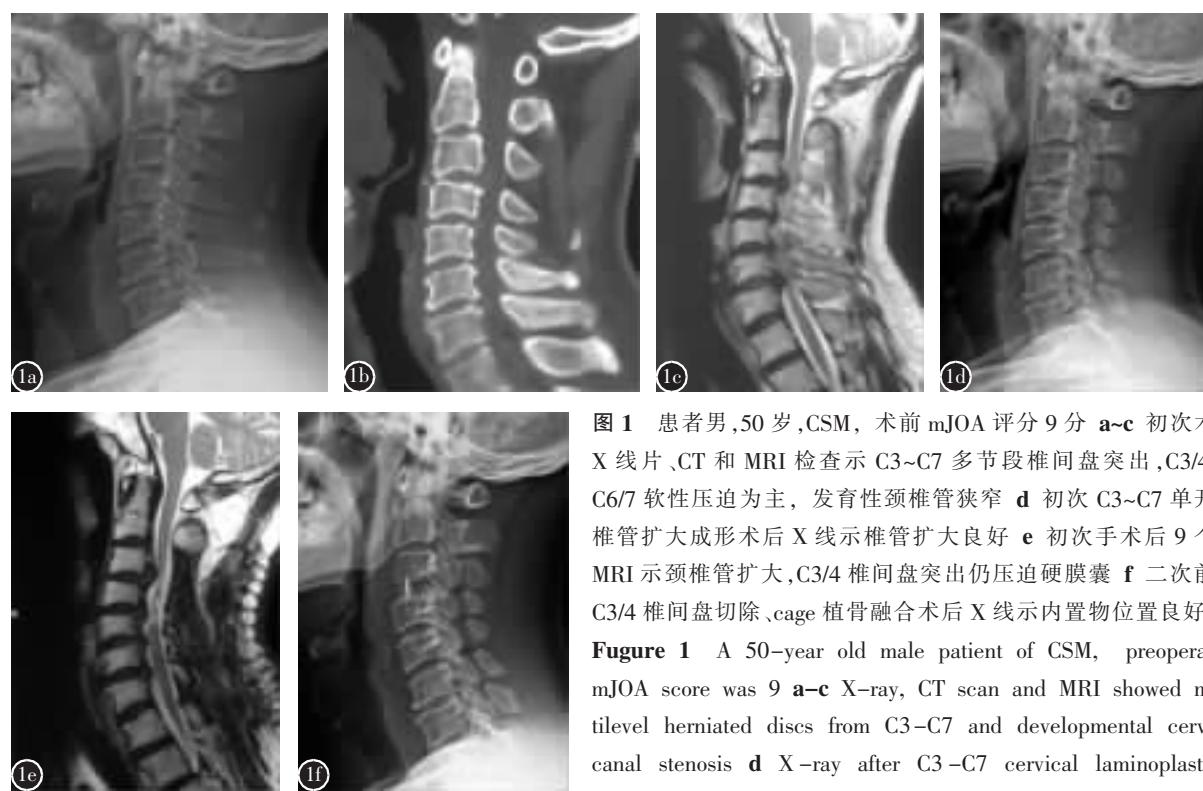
患者男，50岁，CSM，术前 mJOA 评分 9 分 a~c 初次术前 X 线片、CT 和 MRI 检查示 C3~C7 多节段椎间盘突出，C3/4 和 C6/7 软性压迫为主，发育性颈椎管狭窄 d 初次 C3~C7 单开门椎管扩大成形术后 X 线示椎管扩大良好 e 初次手术后 9 个月 MRI 示颈椎管扩大，C3/4 椎间盘突出仍压迫硬膜囊 f 二次前路 C3/4 椎间盘切除、cage 植骨融合术后 X 线示内置物位置良好
